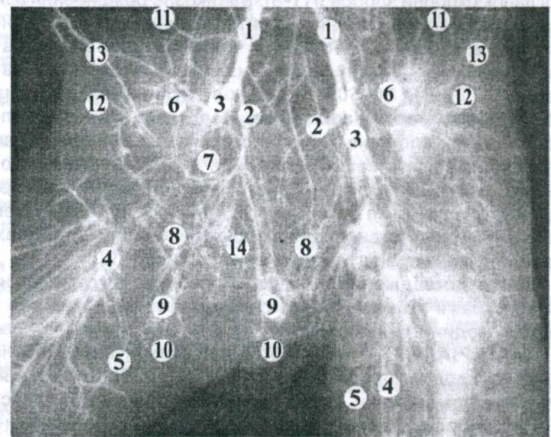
Контрастна рентгенограма органів таза плода людини 350,0 мм ТПД. Праве стегно відведене. Венозні судини заповнені сумішшю на основі сурику. Зб. х1,2.
